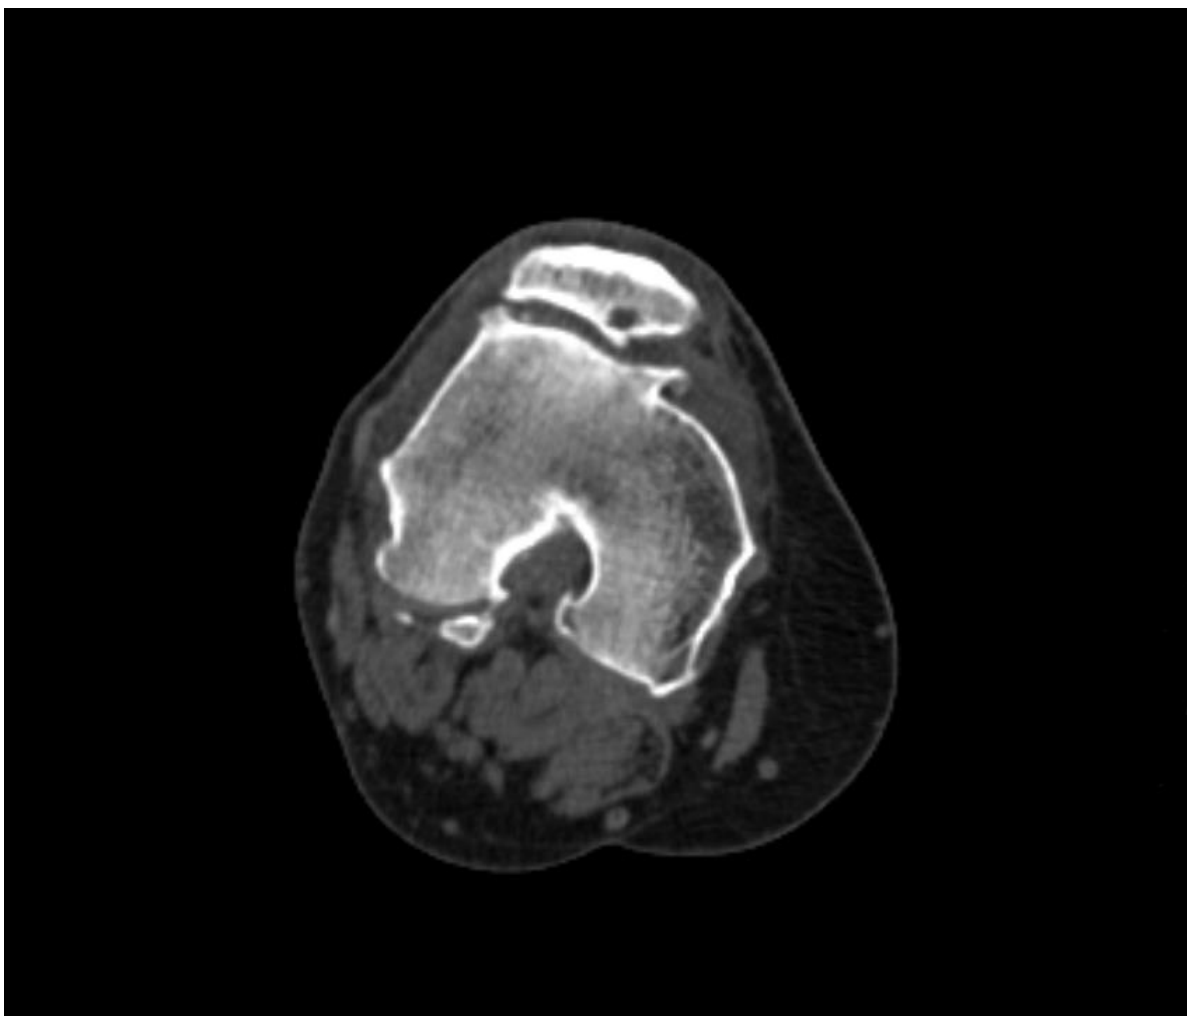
CT prikaz luksirane patele u 3D rekonstrukciji u frontalnoj (a) i u aksijalnoj ravnini (b). (slike iz vlastite arhive).
